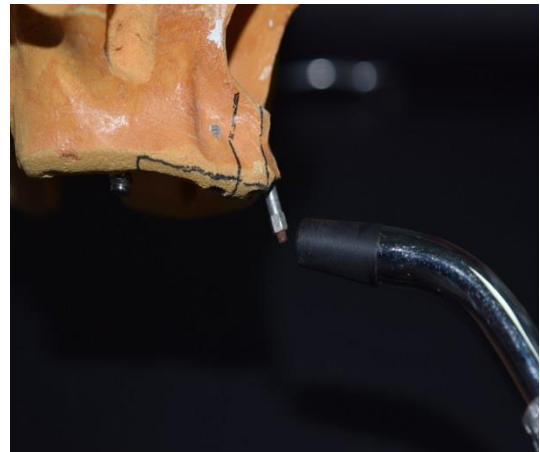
Avaliação da análise de frequência de ressonância dos implantes instalados em maxila edêntula sintética. Sonda do Osstell® aproximada a extremidade do SmartPeg® no sentido vestibulo-palatino para obtenção dos valores de ISQ.
